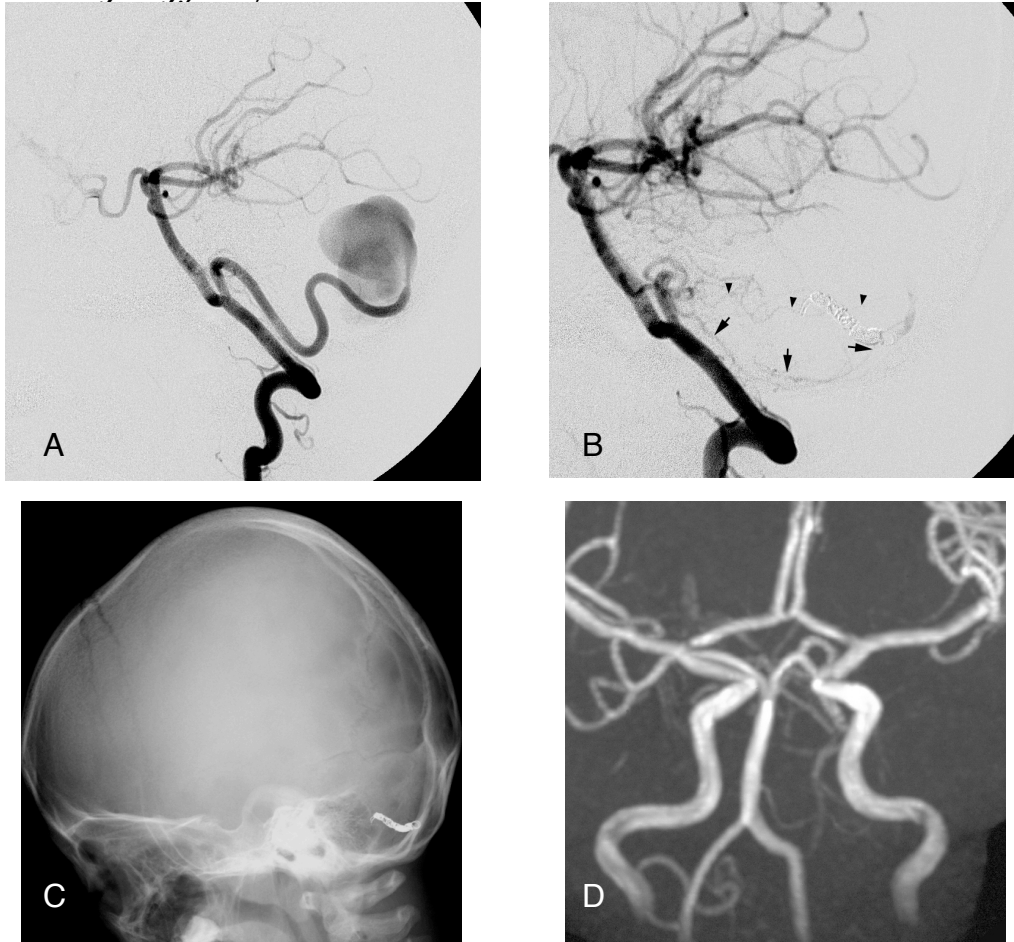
Left vertebral angiogram (VAG) (lateral view) (A) demonstrating a pial arteriovenous fistula fed by the left posterior inferior cerebellar artery (PICA). After the intervention, left VAG (lateral view) (B) demonstrating complete obliteration of arteriovenous shunt (AV shunt) from the left PICA. But new feeders from the left anterior inferior cerebellar artery (arrows and arrow heads) are recruited to the lesion. Skull X-ray (lateral view) (C) showing the deposited coils in the left PICA. MR angiography (D) 21 months after the intervention showing disappearance of AV shunt.
